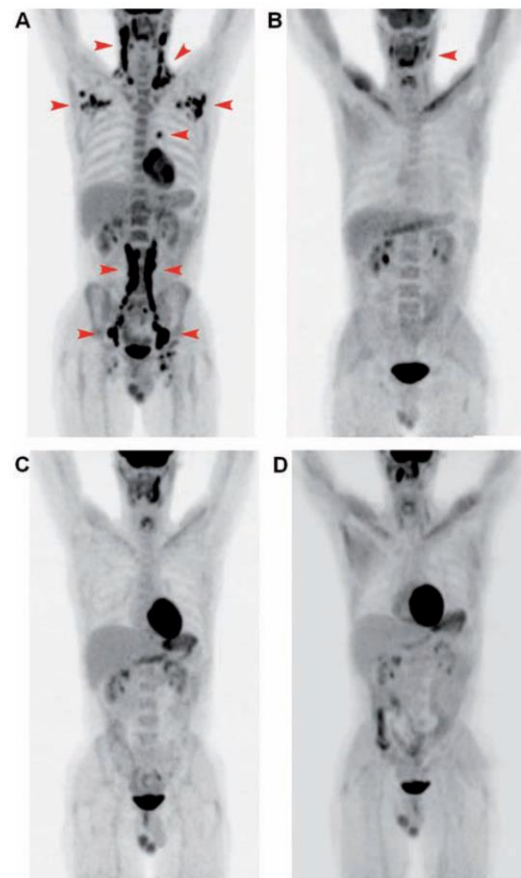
Maximum-intensity projection visualizations of whole-body PET scans in Case 1. A) PET/CT in October 2010. Red arrows indicate lymph node involvement. B) August 2011. Red arrow indicates residual lymph node infiltration. C) December 2011. D) February 2013.
